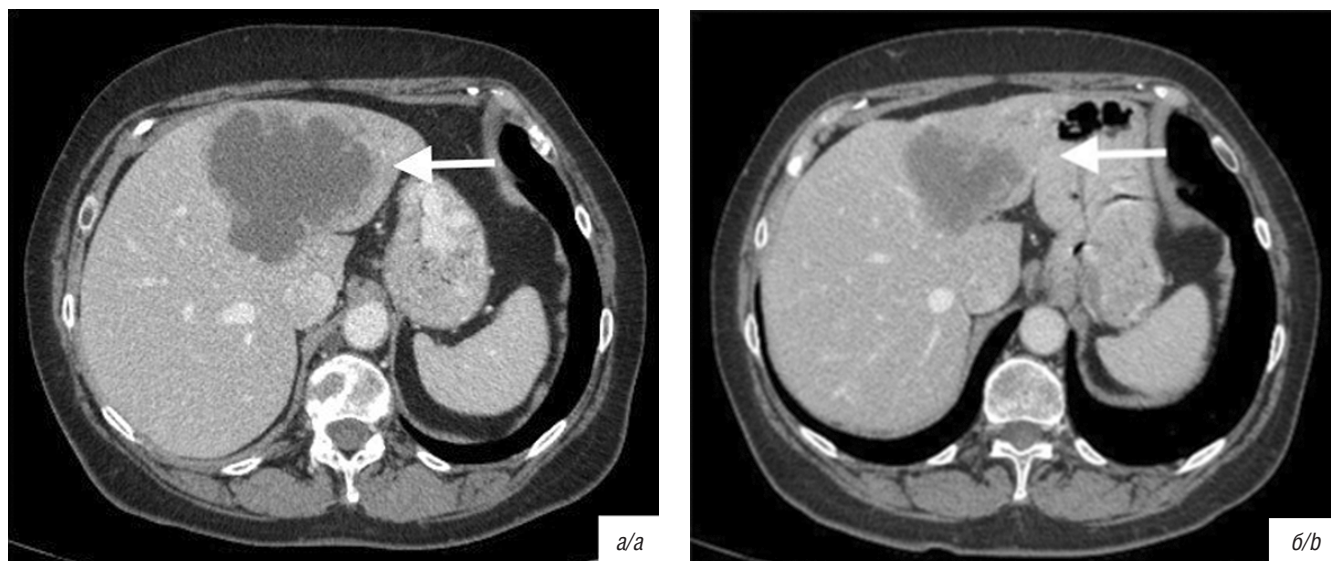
Больная С., 59 лет, внутривенная ХЦК: *a* — компьютерная томография органов брюшной полости с внутривенным контрастированием перед началом лечения: в левой доле печени опухоль 78×81×65 мм; *b* — компьютерная томография органов брюшной полости с внутривенным контрастированием той же больной через два цикла РХТ по схеме GEMCIS: опухоль уменьшилась до 45×55×47 мм: частичный ответ
